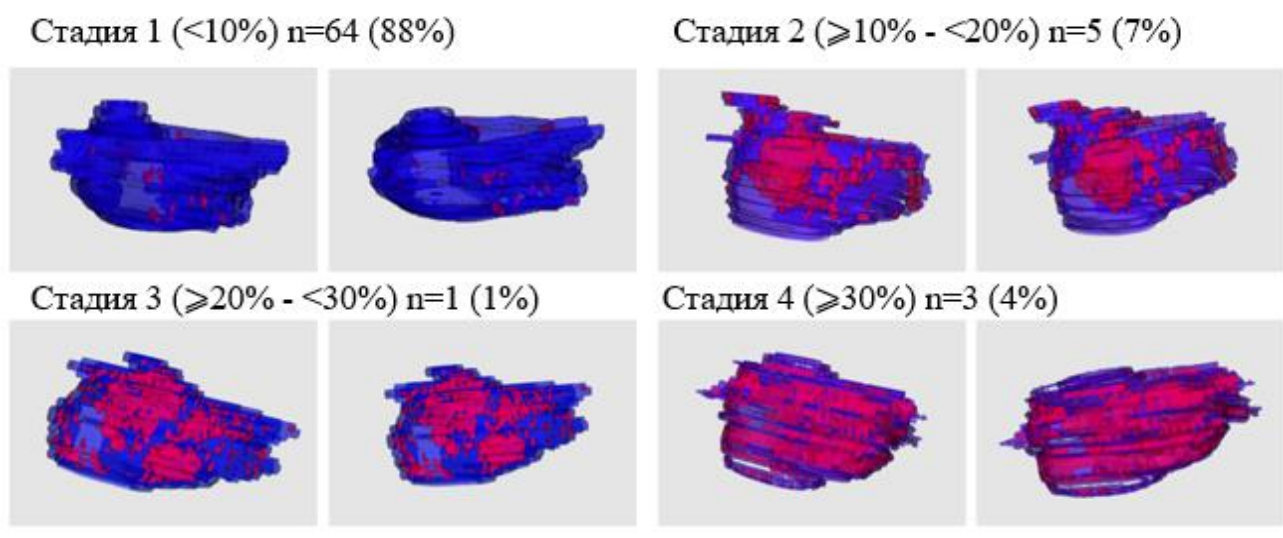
Трехмерные модели ЛП, реконструированные на основе МРТ с отсроченным контрастированием.
